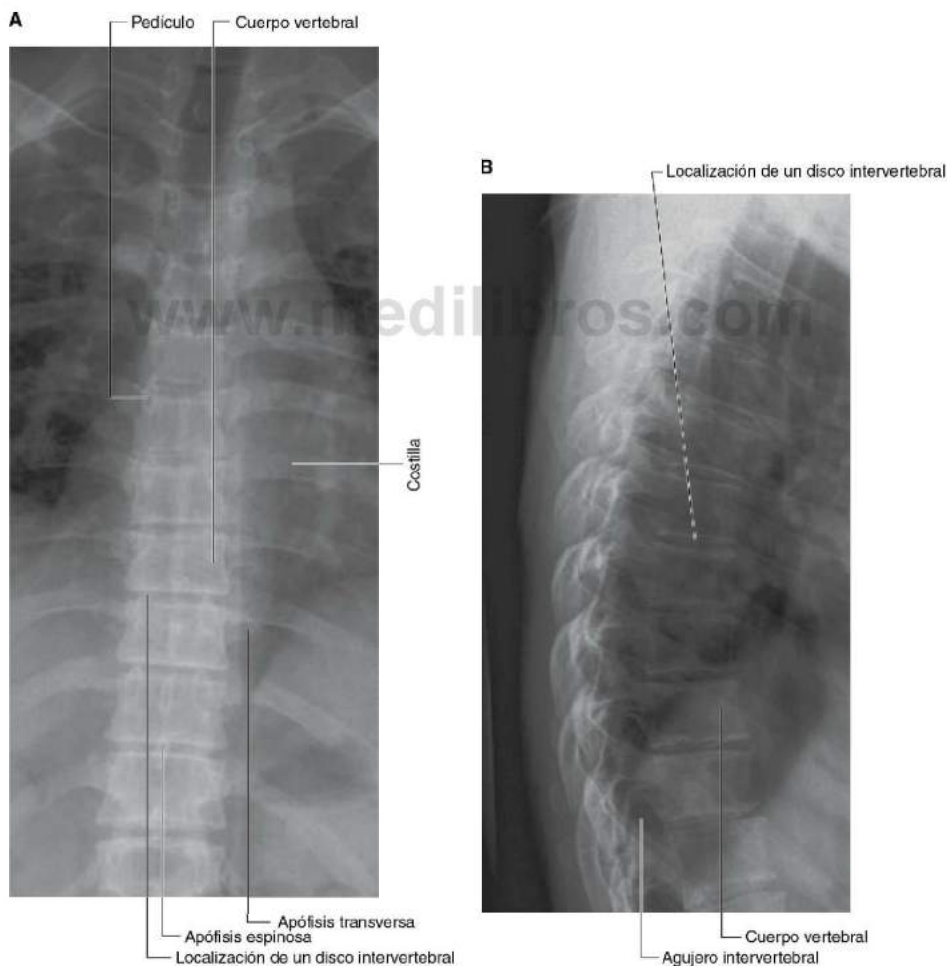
Radiografía de la región torácica de la columna vertebral. A. Proyección anteroposterior. B. Proyección lateral.
